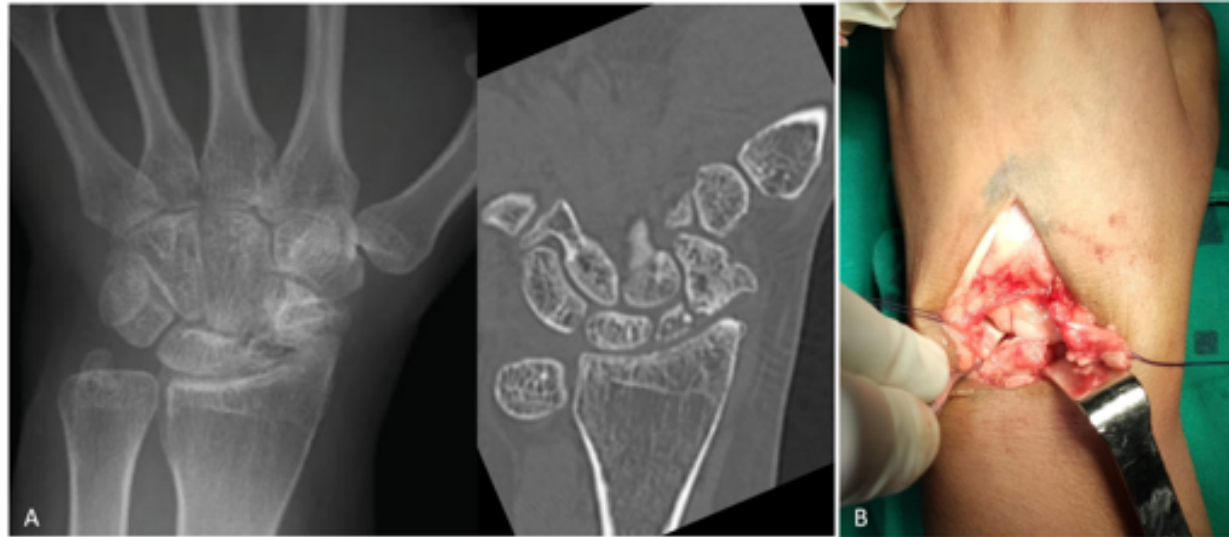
A – Rayos X y TC pre operatorio de SNAC II y cambios escleroatróficos del fragmento escafoideo proximal. B – Imagen intra operatoria, abordaje entre ligamentos radiocarpal e intercarpal dorsales, se confirman integridad del polo proximal del capitato.
